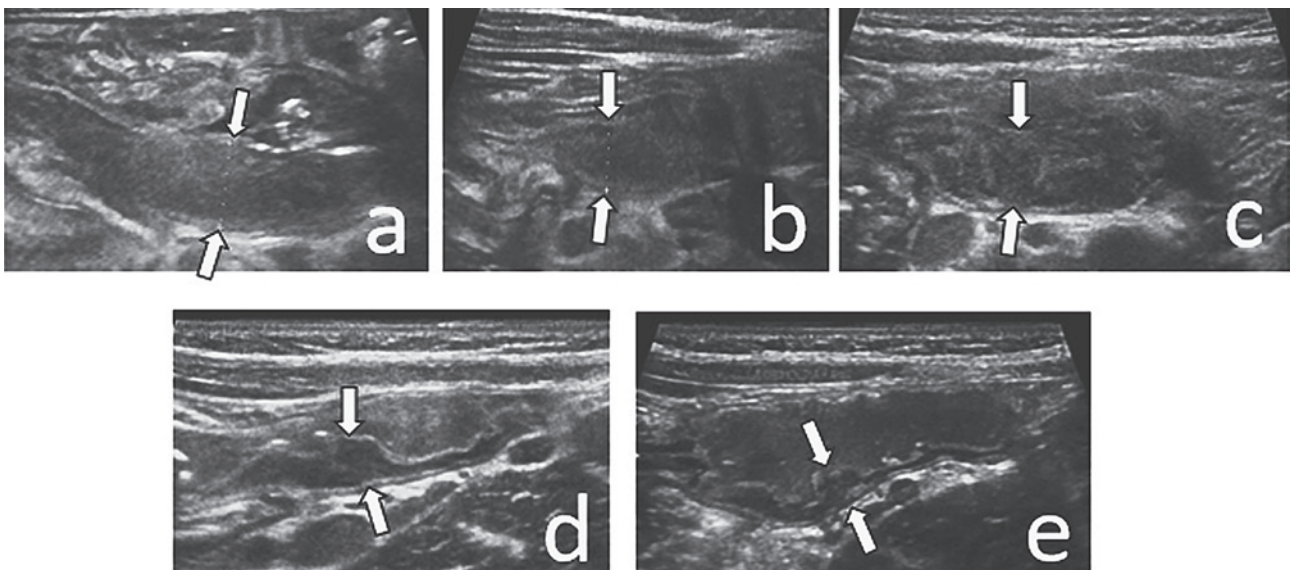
回腸末端の腹部超音波像(0病日～32病日)
